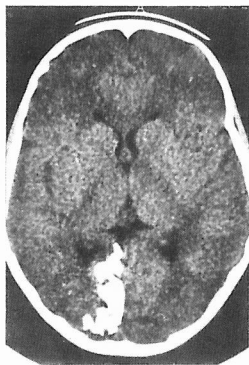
TAC – calcificação giriforme do córtex occipital direito.
